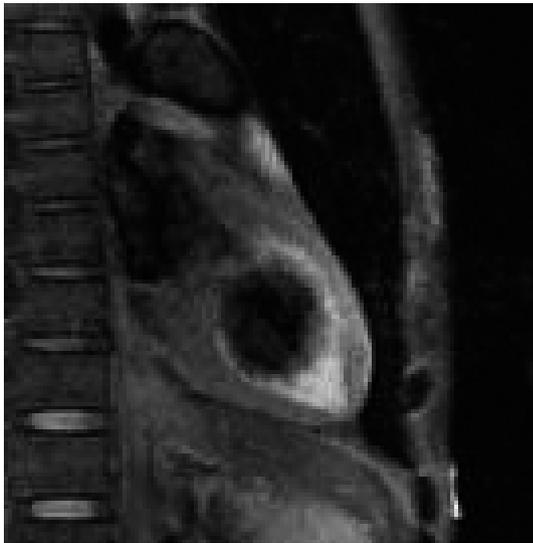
心臓MRI (第3病日) : T2強調画像。
